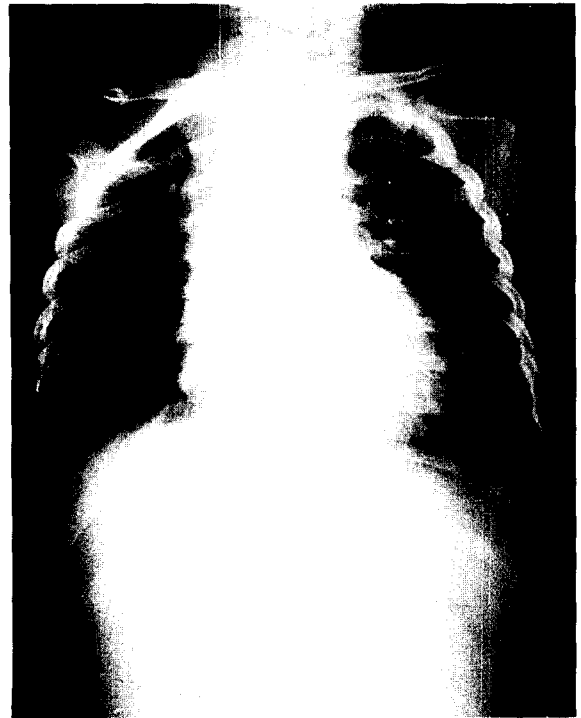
Postoperative simple chest X-ray
